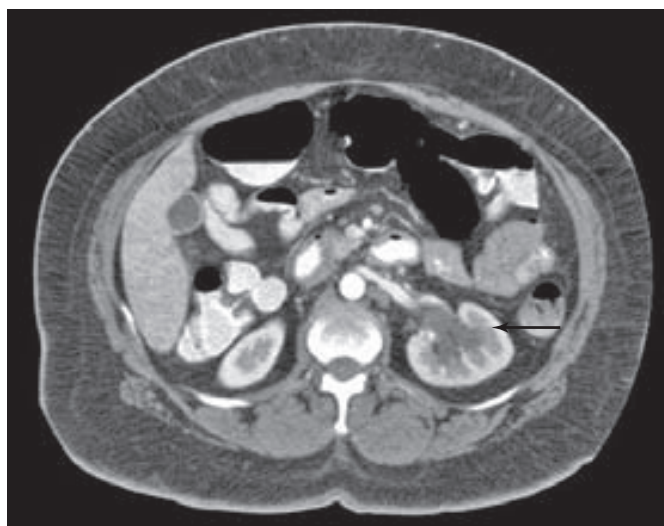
La imagen por tomografía computadorizada (CT) revela hidronefrosis (flecha) causada por compresión tumoral del uréter derecho. (Cortesía del Dr. John Schorge.)
